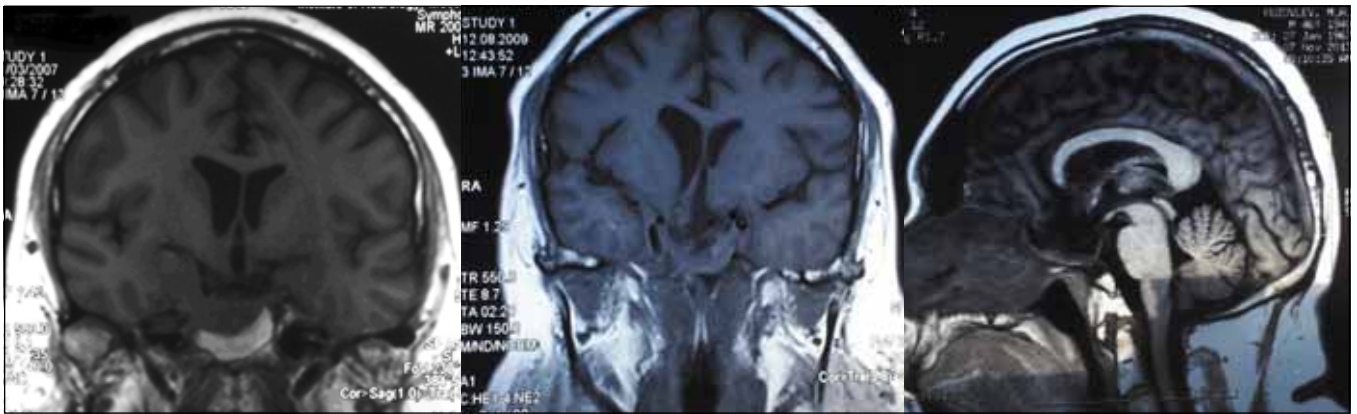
Динамика МРТ 2007, 2009, 2013 гг. (слева направо)
